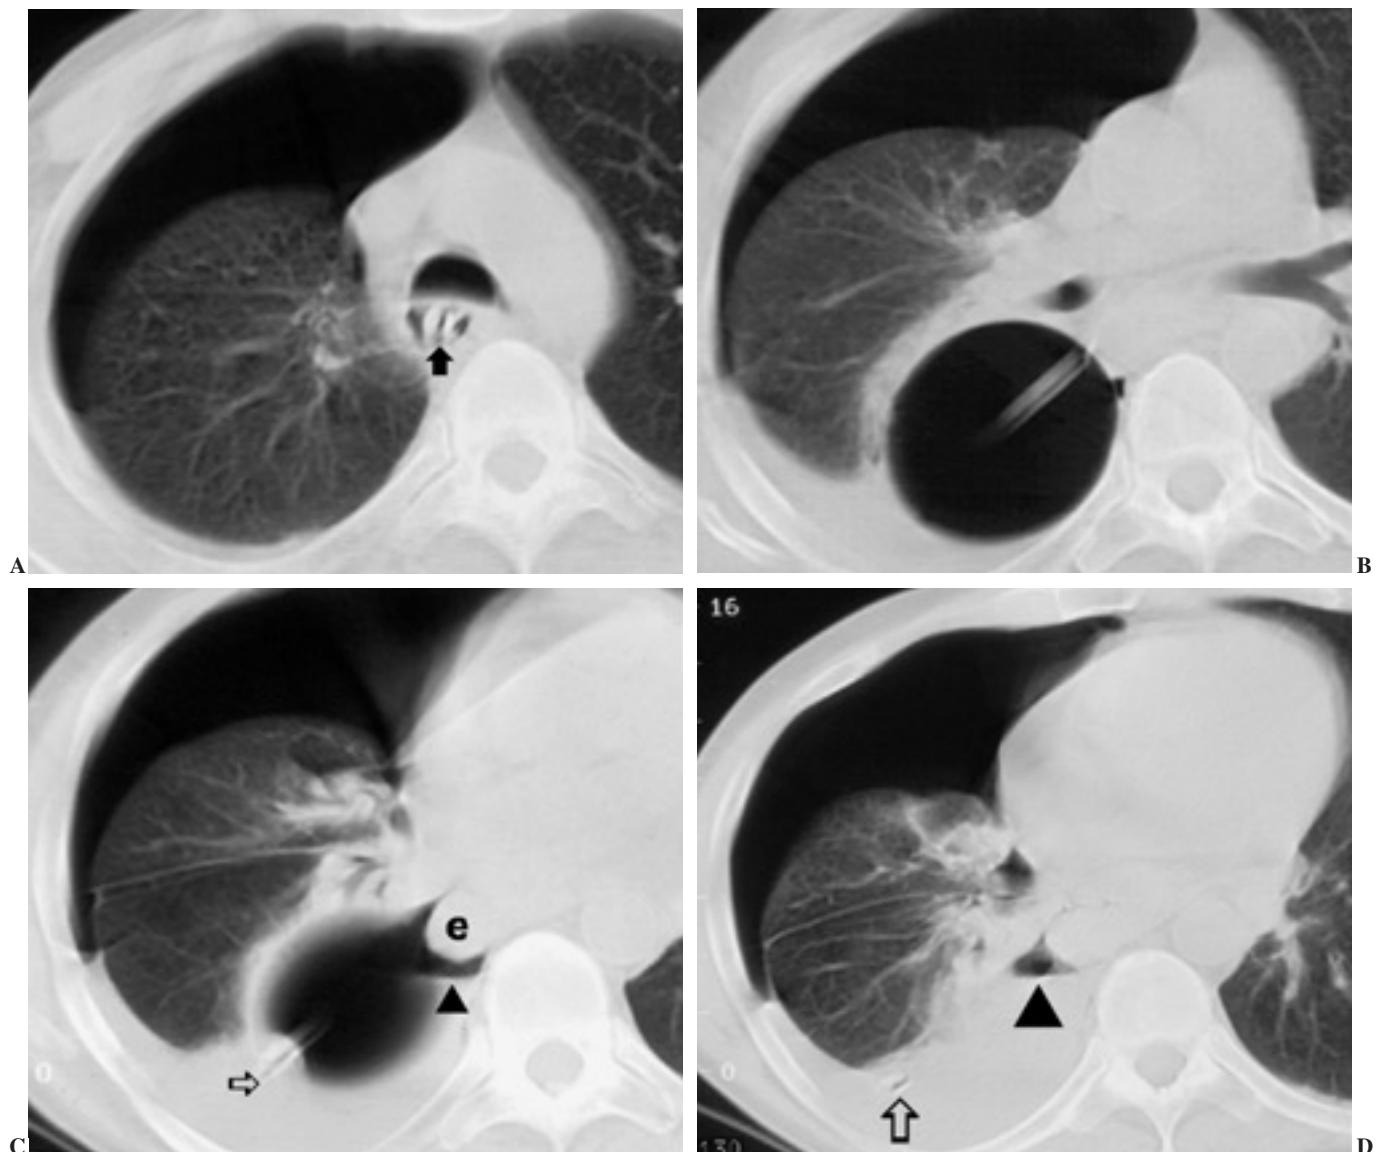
Tomografía computarizada de tórax. Imágenes en el plano axial con ventana de pulmón (figs. 2A-D)
